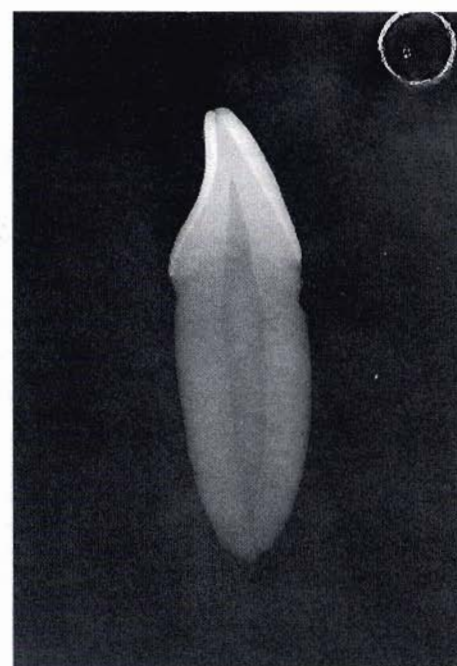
La radiografia eseguita in proiezione latero-laterale evidenzia il canale vestibolare e quello linguale.
